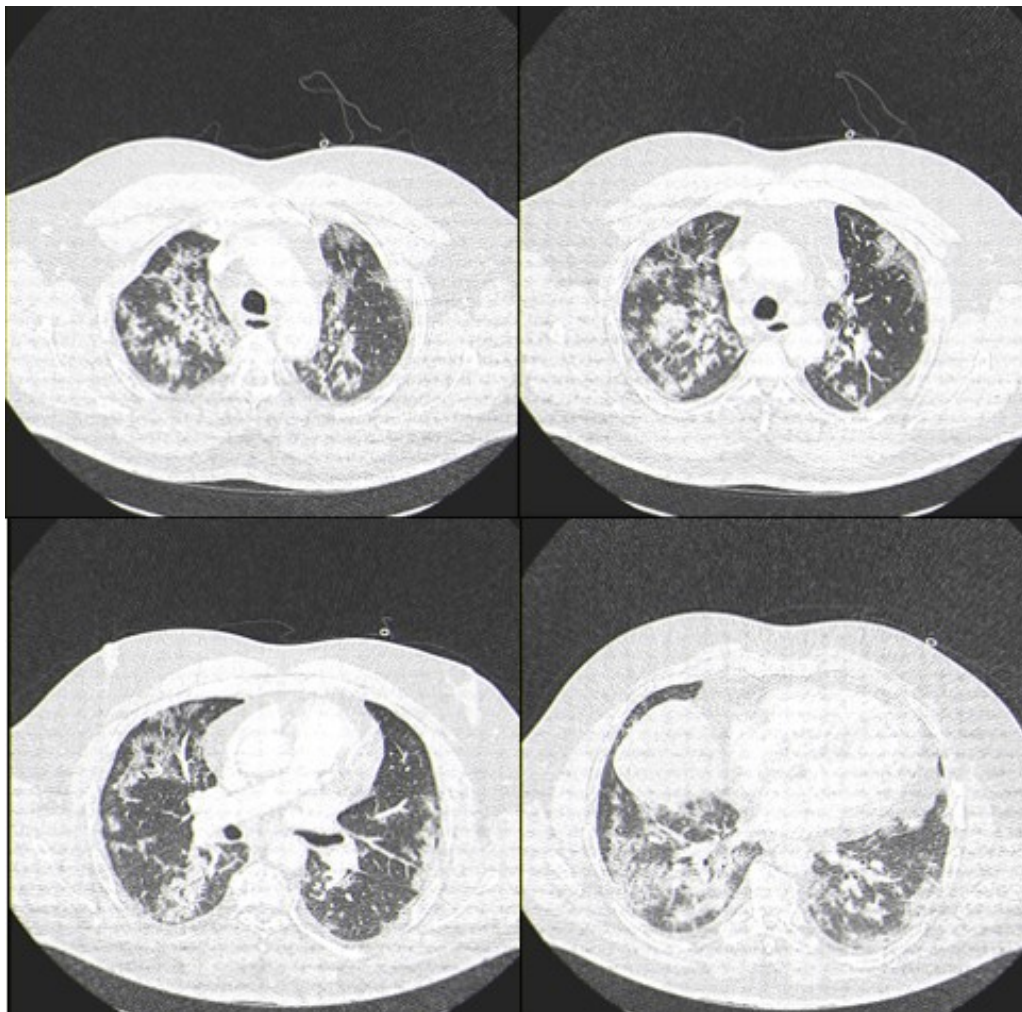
CT-Bild einer COVID-19 Pneumonie mit peripheren Konsolidierungen und milchglasartigen Eintrübungen (axiale Ebene)
